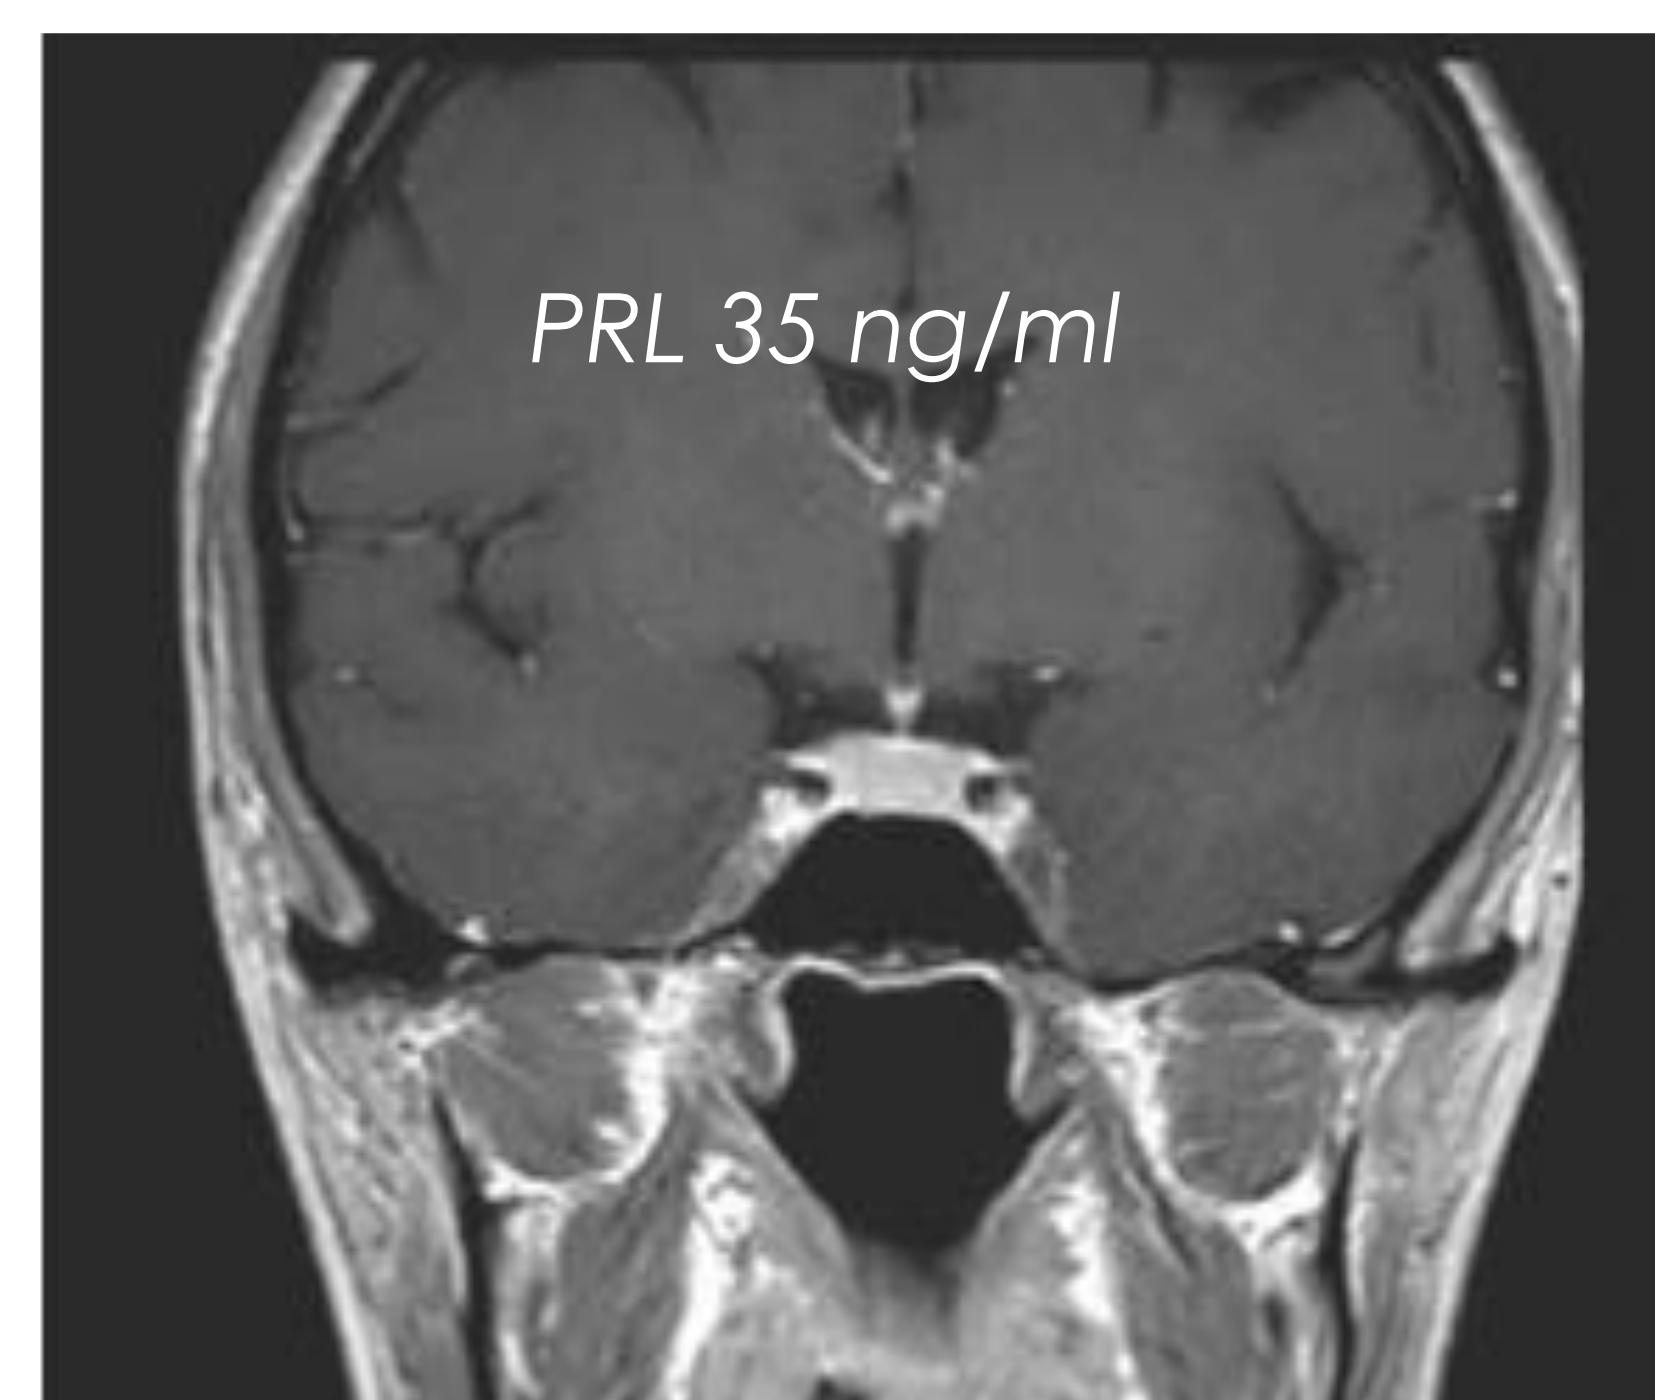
RMN cmd a 6 anni dalla RS
